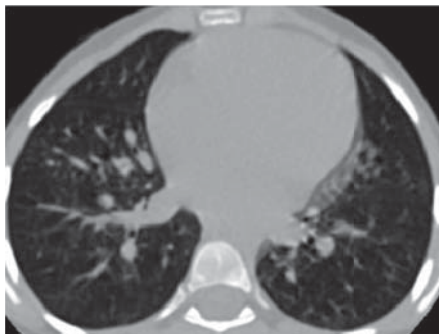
КТ органов грудной клетки больной Н. (описание в тексте).
